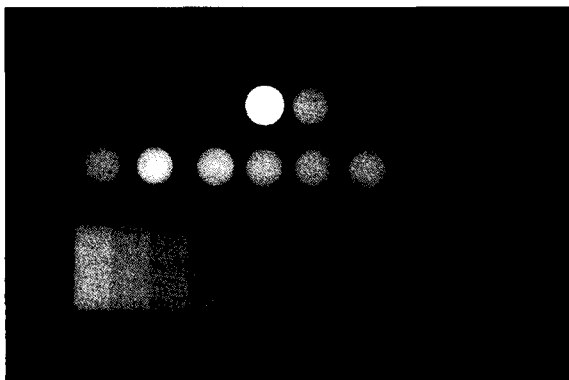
A radiograph showing the radiopacities of each experimental material and dentin and their equivalence to those of the aluminum step wedge.
